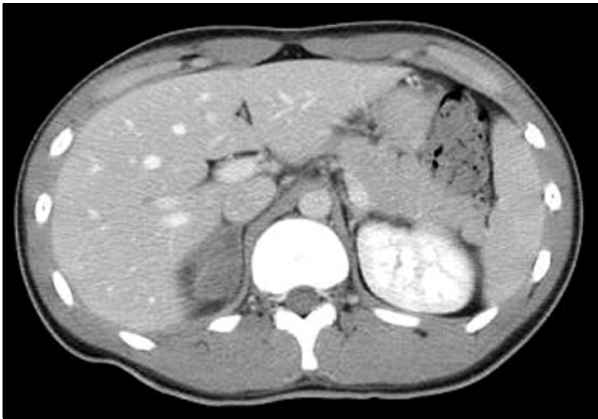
Follow-up CT image obtained one week after the trauma shows a 4x2.5cm hematoma without active extravasation of vascular contrast material in the right adrenal gland.
